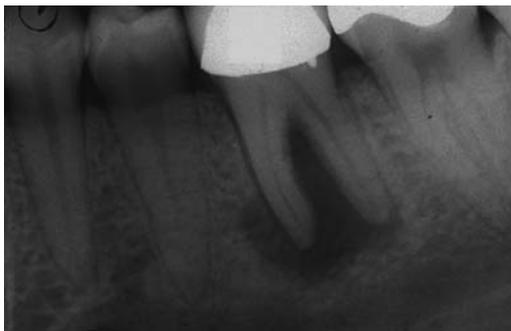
Рентгенограмма 36-го зуба до лечения. Обратите внимание на очаг разрежения в периапикальной области.
